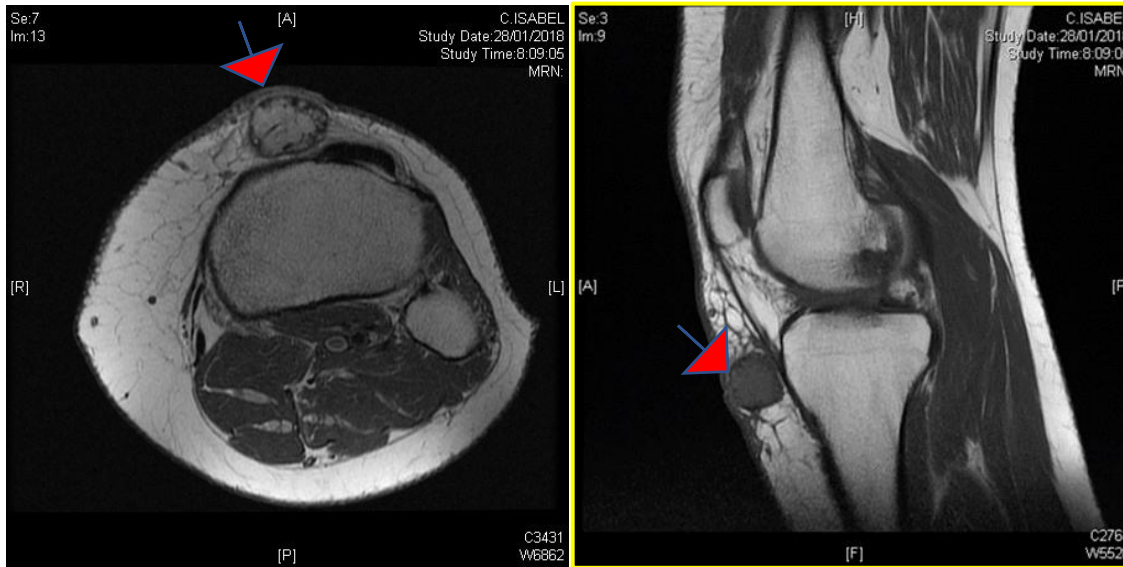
Resonancia magnética de rodilla. Tumoración en tejido celular subcutáneo en la región anteromedial de la rodilla, adyacente a la vertiente medial y distal del tendón rotuliano, cerca de su inserción, bien delimitada por cápsula, con múltiples septos fibrosos, de dos centímetros de diámetro mayor y con discreto edema en el tejido celular subcutáneo adyacente.
